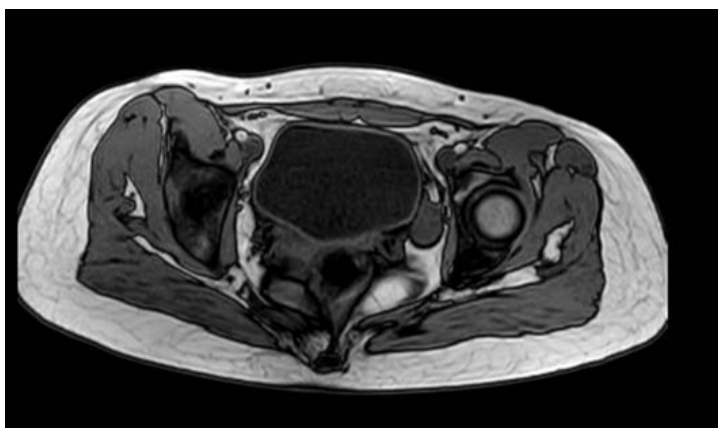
RM de pelvis femenina sin cuello uterino (flecha indica zona en la que debiera observarse).
